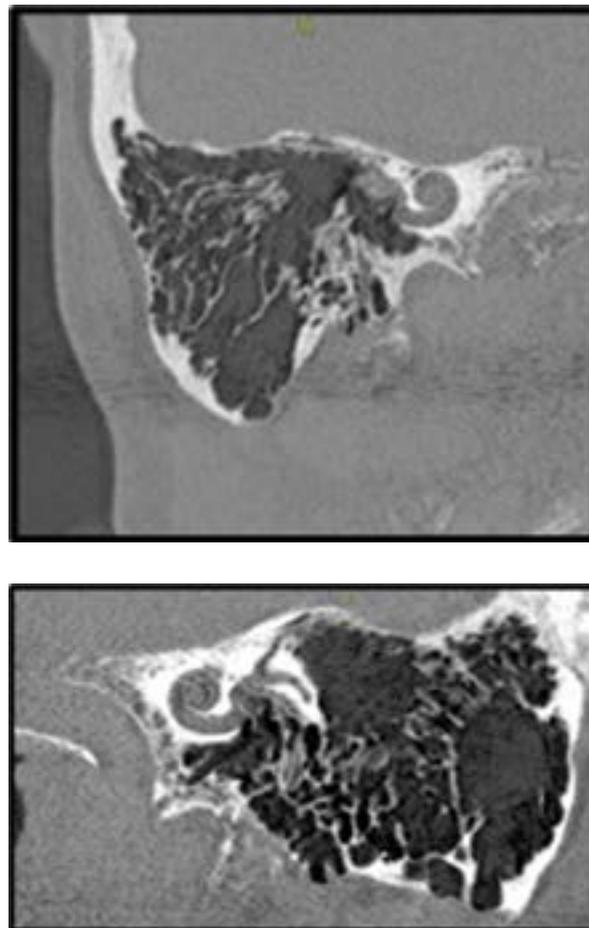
TAC simple de mastoides bilateral.
